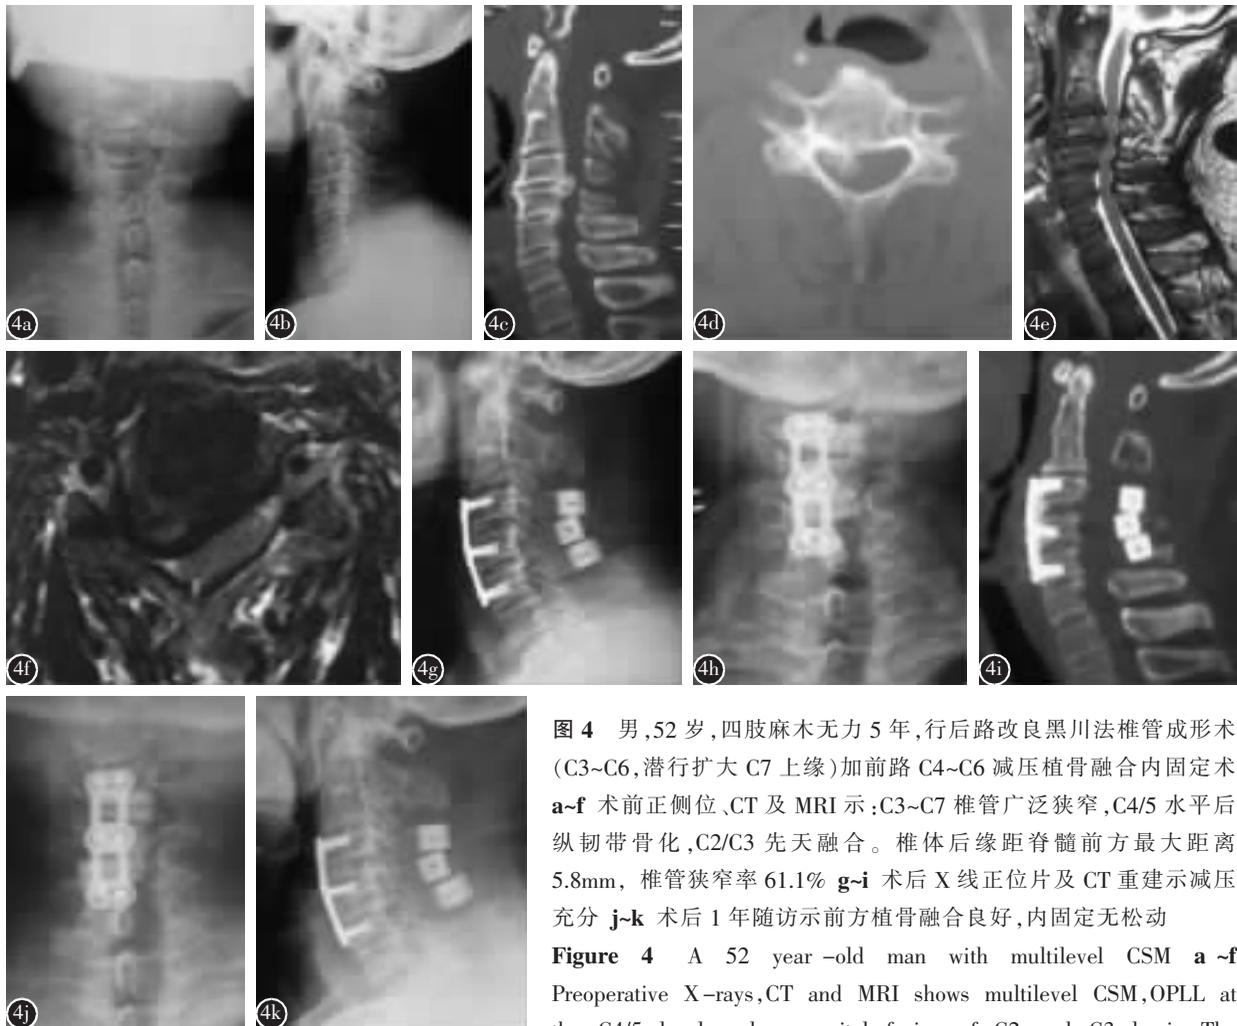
男,52 岁,四肢麻木无力 5 年,行后路改良黑川法椎管成形术 (C3~C6,潜行扩大 C7 上缘)加前路 C4~C6 减压植骨融合内固定术 a~f 术前正侧位、CT 及 MRI 示:C3~C7 椎管广泛狭窄,C4/5 水平后纵韧带骨化,C2/C3 先天融合。椎体后缘距脊髓前方最大距离 5.8mm,椎管狭窄率 61.1% g~i 术后 X 线正位片及 CT 重建示减压充分 j~k 术后 1 年随访示前方植骨融合良好,内固定无松动
